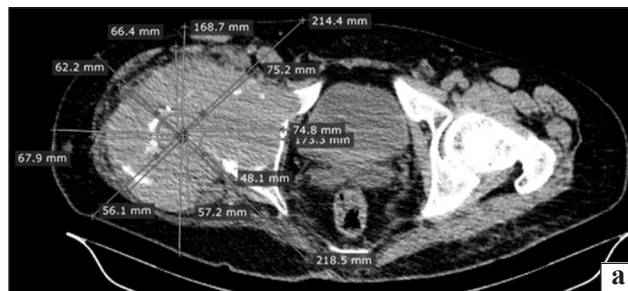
СКТ-скани пацієнта П., 54 роки, розподілені по зонах дослідження: а) циркулярне поширення пухлини III ступеня в зоні I; б) передньобочкове III ступеня в зоні 2; в) передньобочкове IV ступеня в зоні 3
